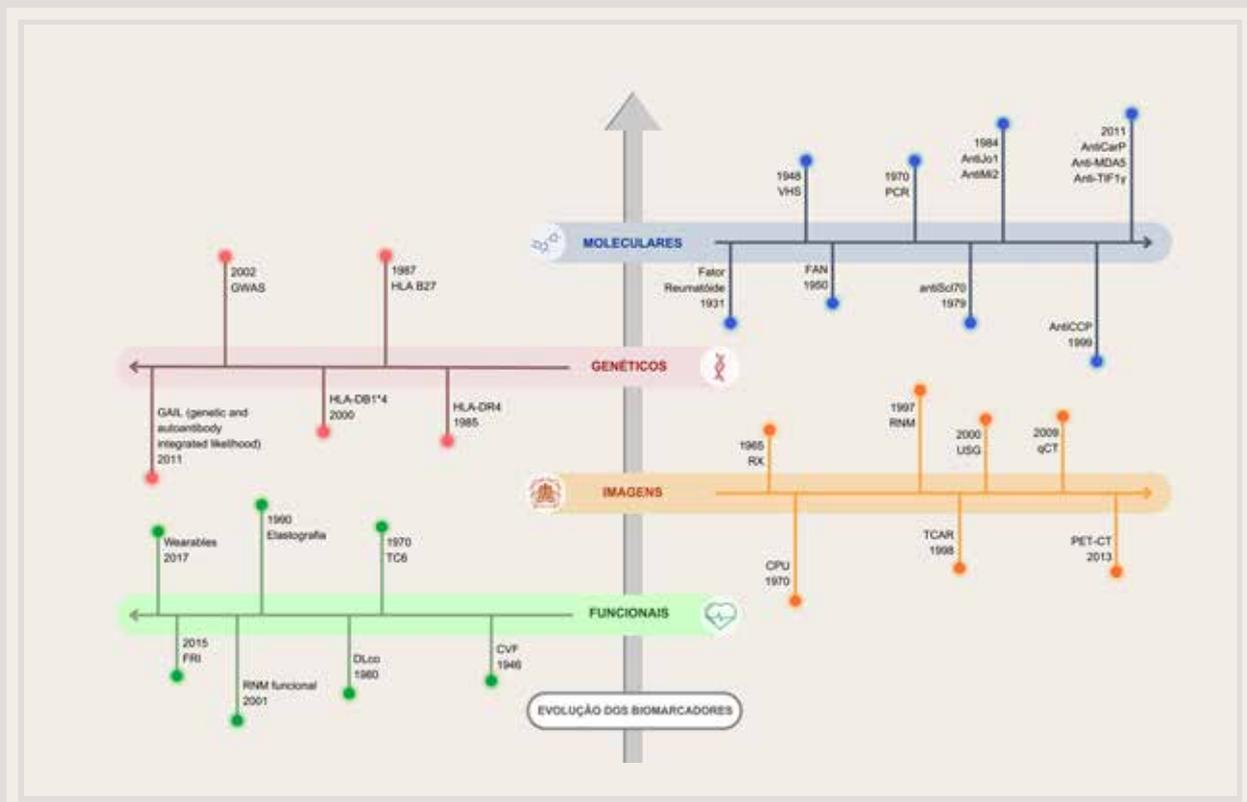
Linha do tempo com os principais avanços tecnológicos em biomarcadores em reumatologia. antiCCP: anticorpos antiproteína citrulinada, AntiCarP: anticorpos anti-proteínas carbamiladas, AntiJo1: anti Histidil tRNA sintetase, AntiMi2: anti antígeno nuclear Mi-2, anti MDA5: anti gene associado à diferenciação de melanoma 5, AntiSc170: antiTopoisomerase1, anti-TIF1γ: anti-transcriptional intermediary factor 1γ, DLco: teste de difusão de monócito de carbono, FAN: fator anti-nuclear, FRI: Funcional Respiratory Imaging, HLAB1*4: antígeno de histocompatibilidade humano B1*4, HLAB27: antígeno de histocompatibilidade humano B27, HLADR4: antígeno de histocompatibilidade humano DR4, CPU: capilaroscopia Periungueal, CVP: Capacidade Vital Forçada, GWAS: genome-wide association study, PCR: proteína C reativa, PET-CT: Positron Emission Tomography, qCT: tomografia quantificada, RX: raio X, RNM: ressonância nuclear magnética, TC6: teste de caminhada de 6 minutos, TCAR: tomografia computadorizada de alta resolução, USG: ultrassonografia, VHS: velocidade de hemossedimentação.
